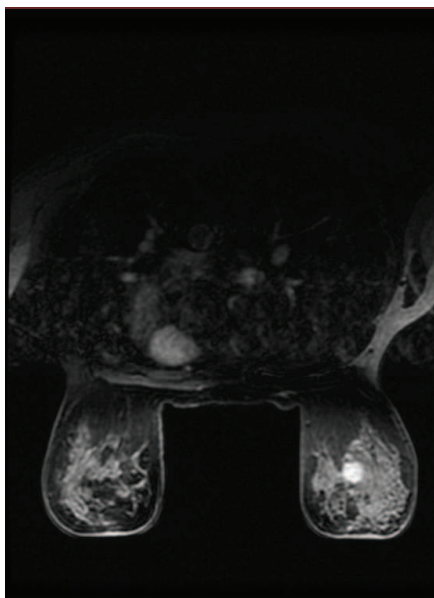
RMN de mama, con captación de contraste por el tumor.
